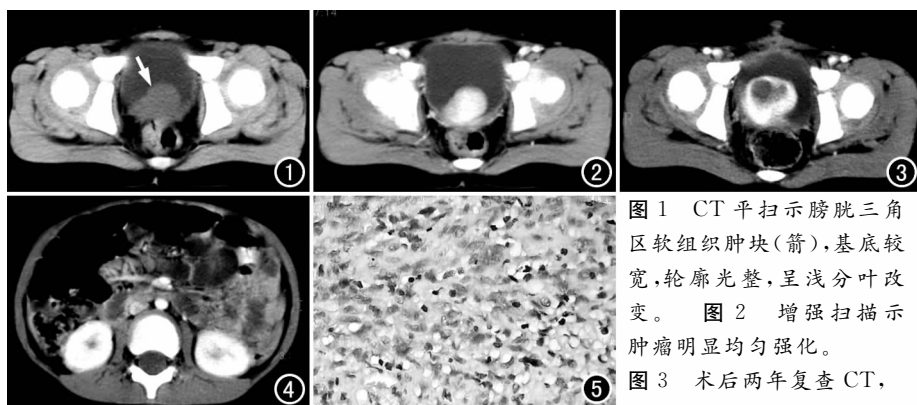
CT平扫示膀胱三角区软组织肿块(箭),基底较宽,轮廓光整,呈浅分叶改变。图2 增强扫描示肿瘤明显均匀强化。图3 术后两年复查CT,示膀胱腔内肿块,其内可见液化坏死区,周围未坏死肿瘤组织明显强化。图4 下腹部CT增强扫描示肠系膜区多个肿大淋巴结。图5 镜下示瘤细胞梭形,有明显异形性,伴有散在淋巴细胞浸润(×400, HE)。
